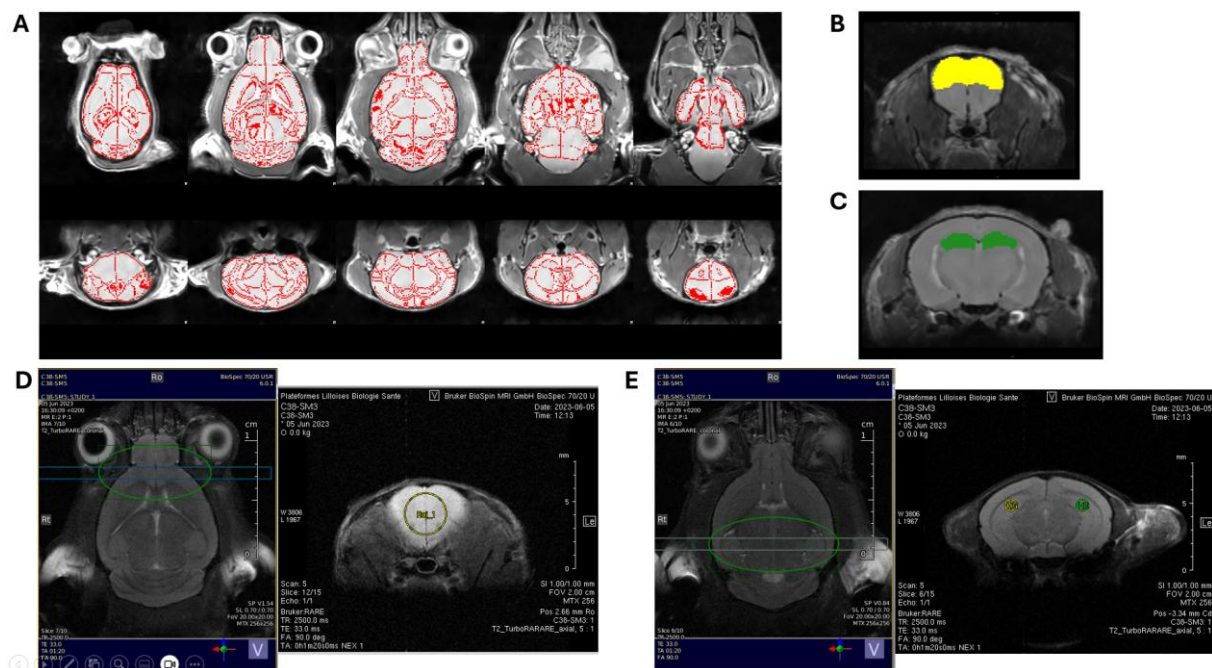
Cartographies IRM. A. Représentation d’une segmentation en séquence T2 utilisée pour la volumétrie 3D. Masques permettant la délimitation du cortex préfrontal (B) et de l’hippocampe (C). Zones d’intérêt pour les mesures de la perfusion du cortex préfrontal (D) et de l’hippocampe (E).
